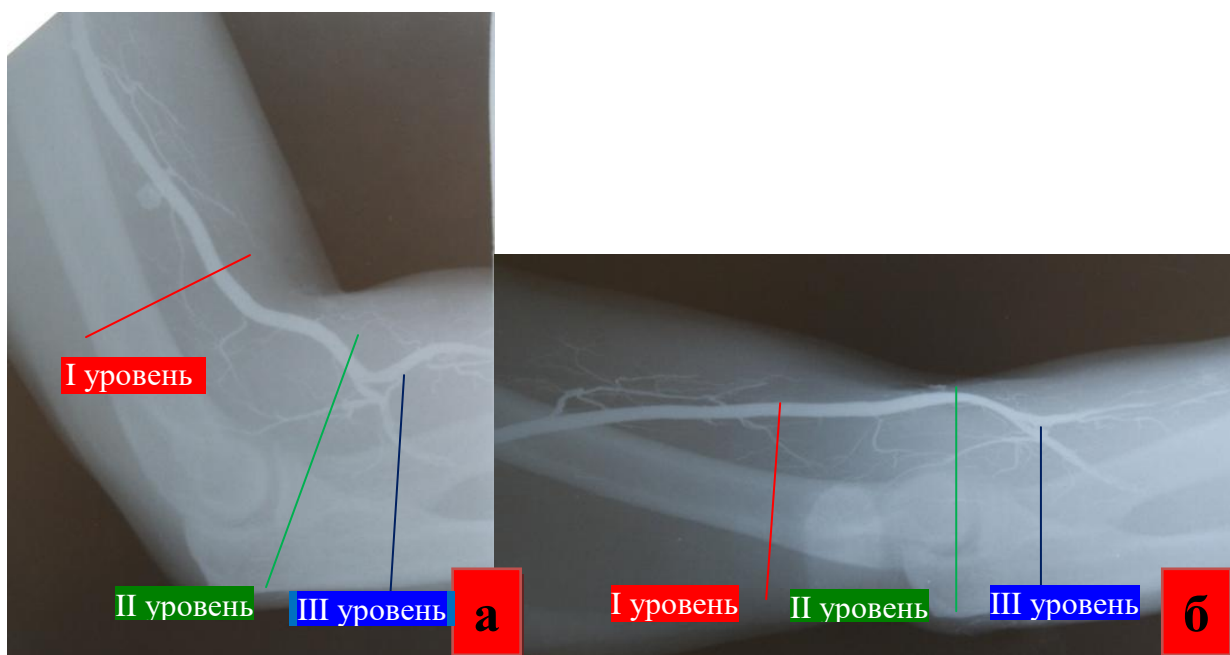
Посмертная рентгенограмма левого локтевого сустава:
